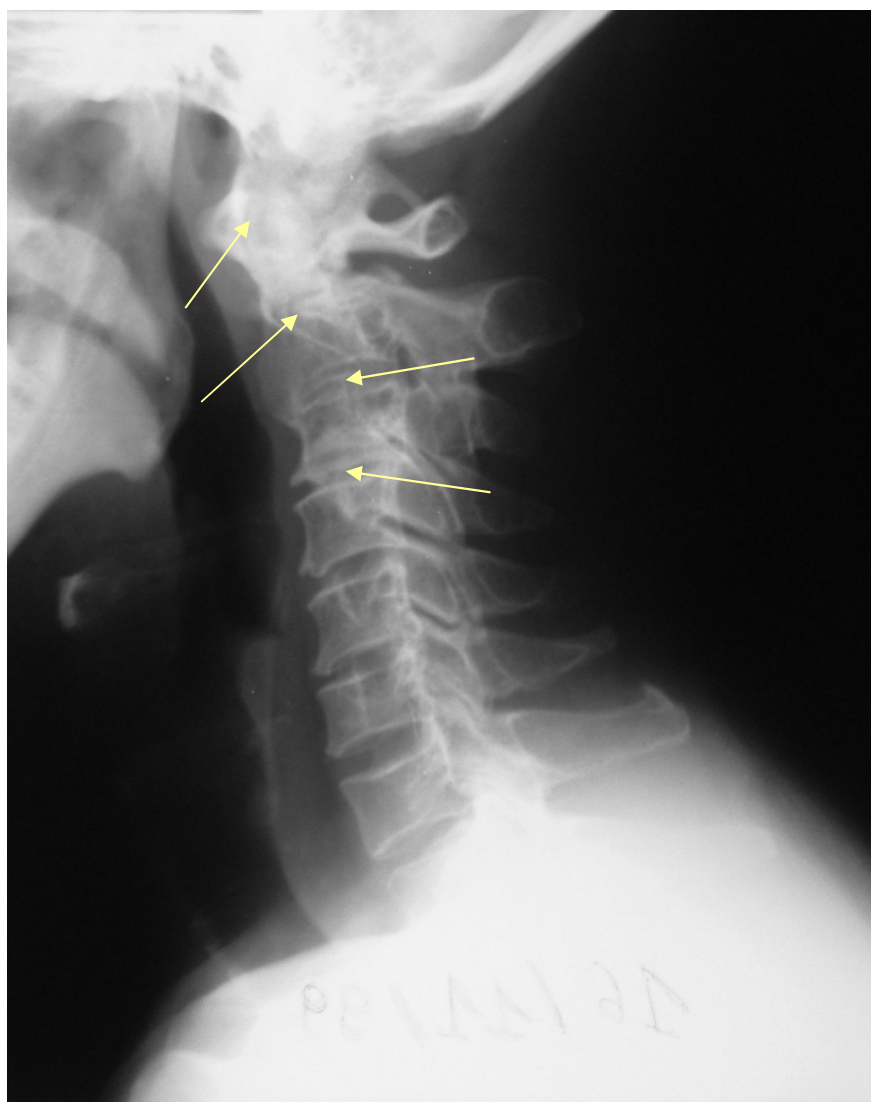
Radiographie du rachis cervical de profil montrant
